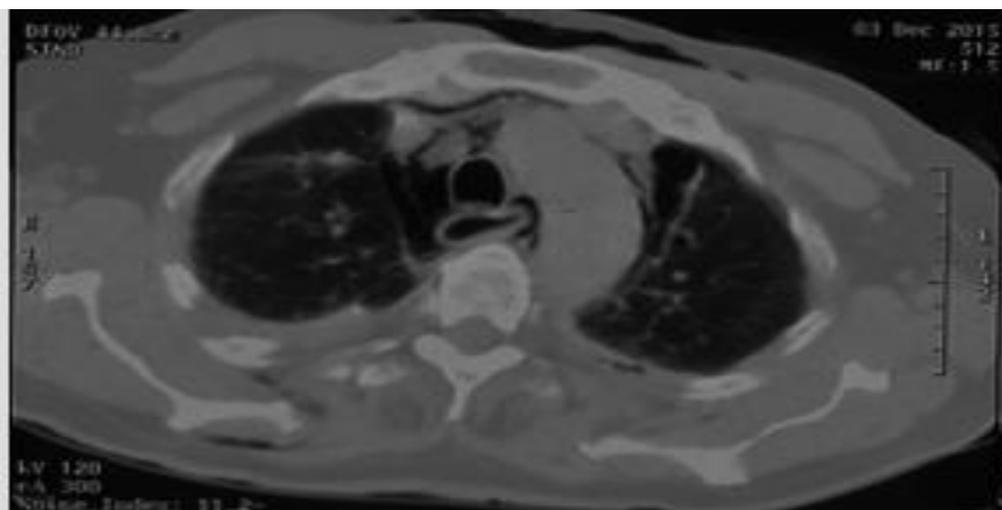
TDM thoracique montrant le pneumo médiastin, l'œsophage perforé et l'emphysème sous cutanée
